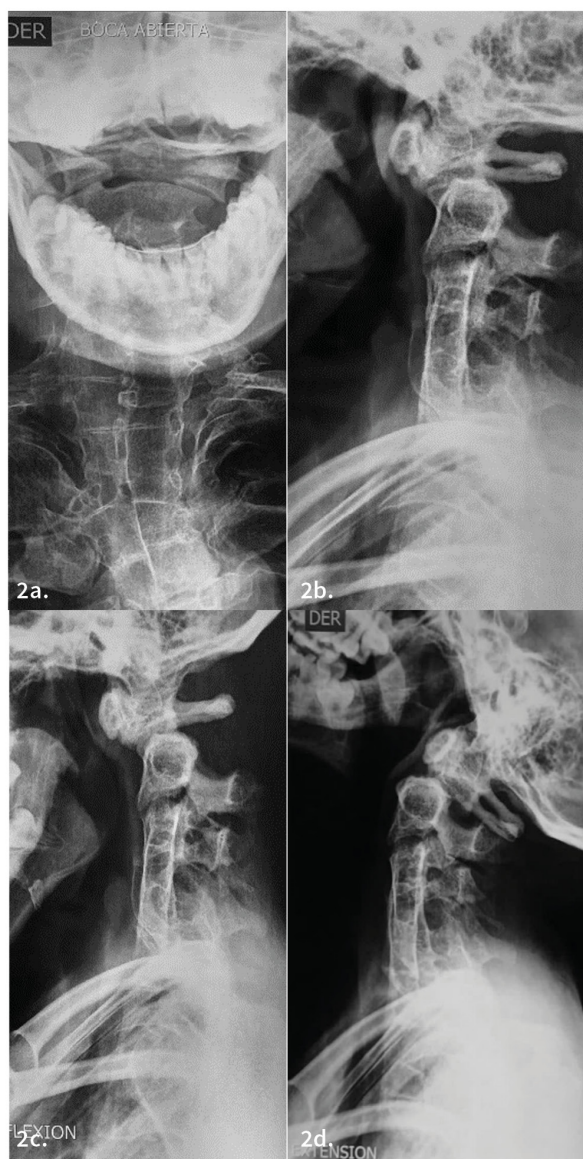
a, b, c, d. Radiografías transoral, laterales neutra y dinámicas de columna cervical. Se evidencia pseudoartrosis de odontoides altamente inestable, bloque óseo congénito C3-C7 y degeneración discal C2-C3 inestable a la extensión.
